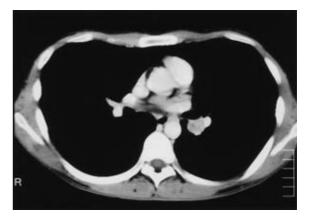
Thoracic computed tomography showing mediastinal and left hilar lymphadenopathy, although there are no abnormalities in the bilateral lung fields.
